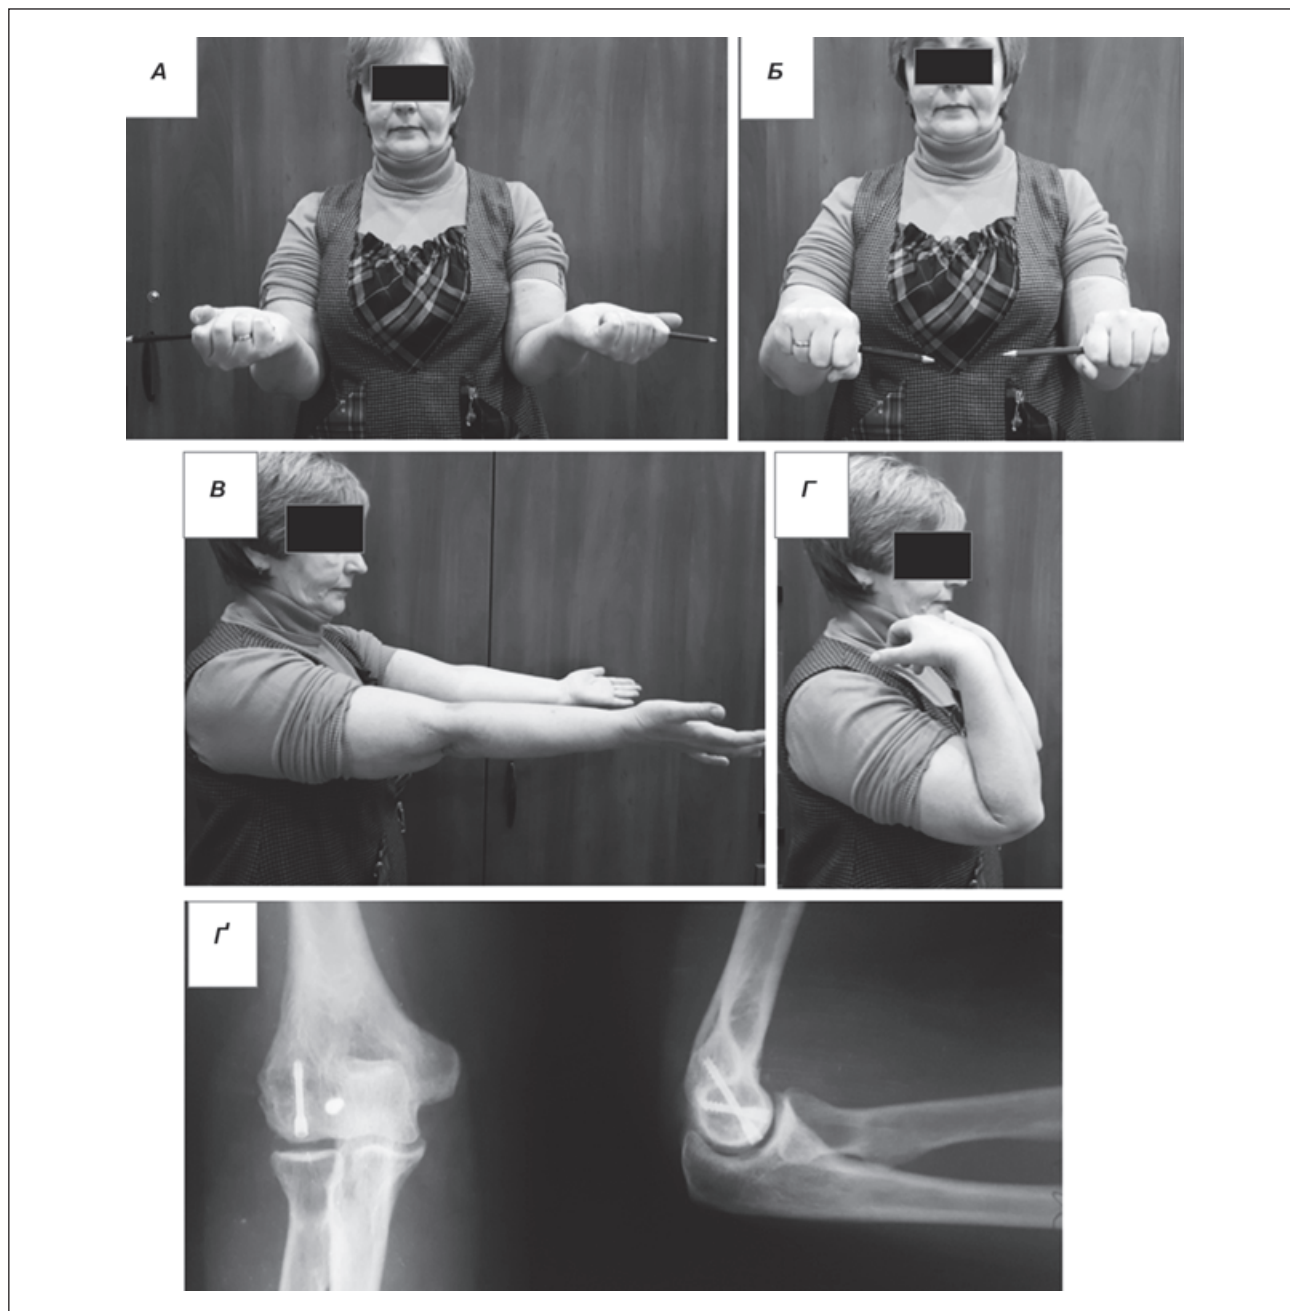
Функціональний результат лікування та рентгенограми хворої К., 58 р., історія хвороби 526956, з переломом *capitulum humeri* 1-го типу за Bryan — Morrey через 1 рік після оперативного лікування: А, Б) супінаційно-пронаційні рухи в ліктьовому суглобі; В, Г) розгинально-згинальні рухи в ліктьовому суглобі; Е) контрольна рентгенограма
